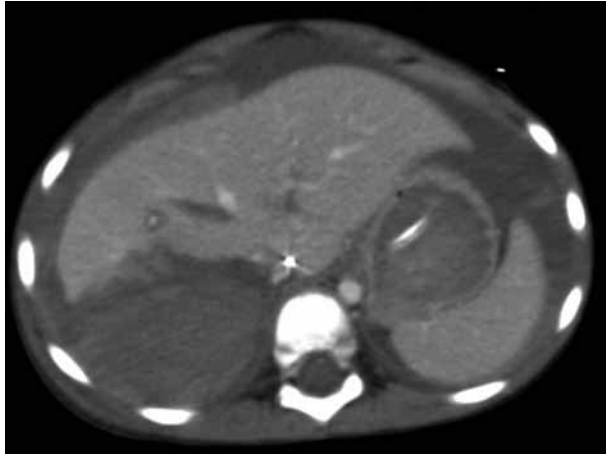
TC preoperatorio: estallido hepático.
